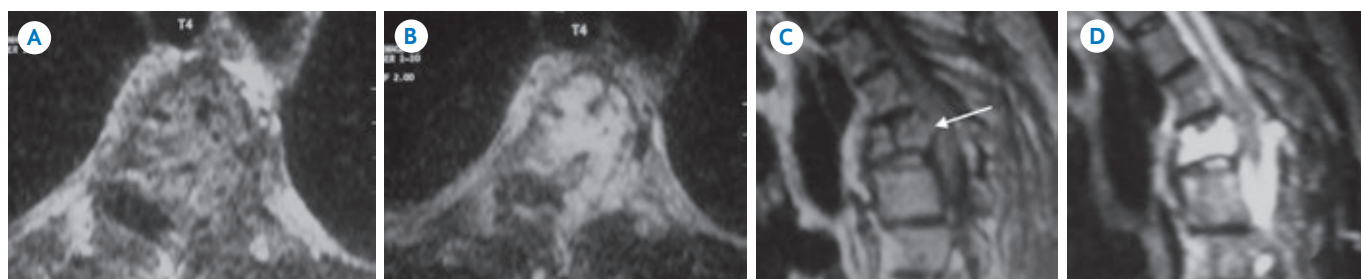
Resonancias magnéticas en planos A) y B) axial y C) y D) sagital que demuestran una lesión ocupativa, destructiva en el cuerpo vertebral de T4 hipointensa en T1 (A y C) e hiperintensa en T2 (B y D).
